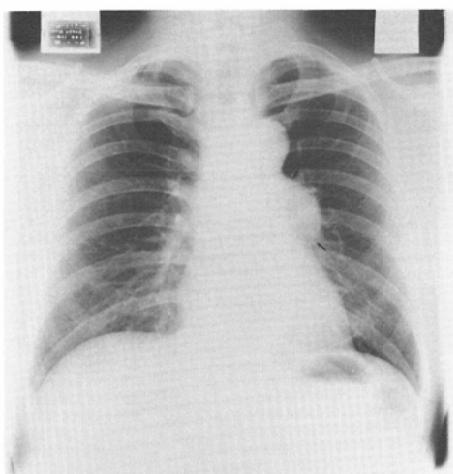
(a) Case 2. 50year old man. Thoracic aneurysm. Chest roentgenogram shows abnormal shadow (arrows).
